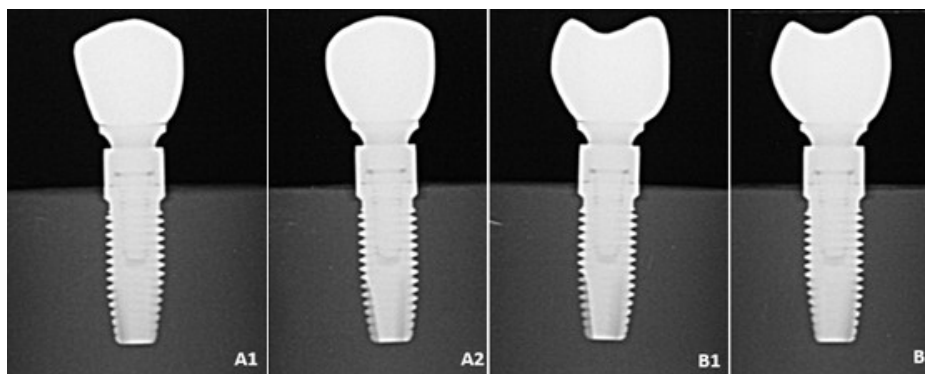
Imagem ilustrativa da radiografia digital A1) vestibular MCP antes da ciclagem A2) vestibular MCP pós ciclagem B1) distal MCP antes da ciclagem B2) distal MCP pós ciclagem.
